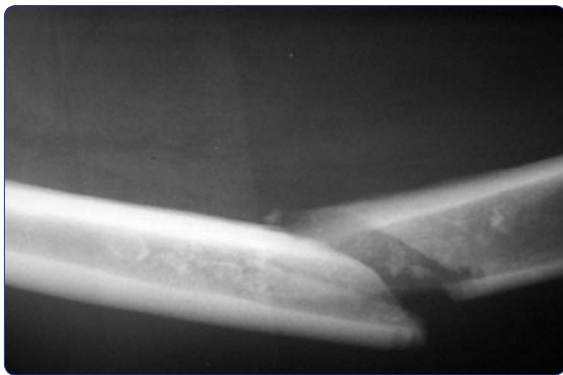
Radiografía simple de fémur derecho que muestra la fractura patológica.
